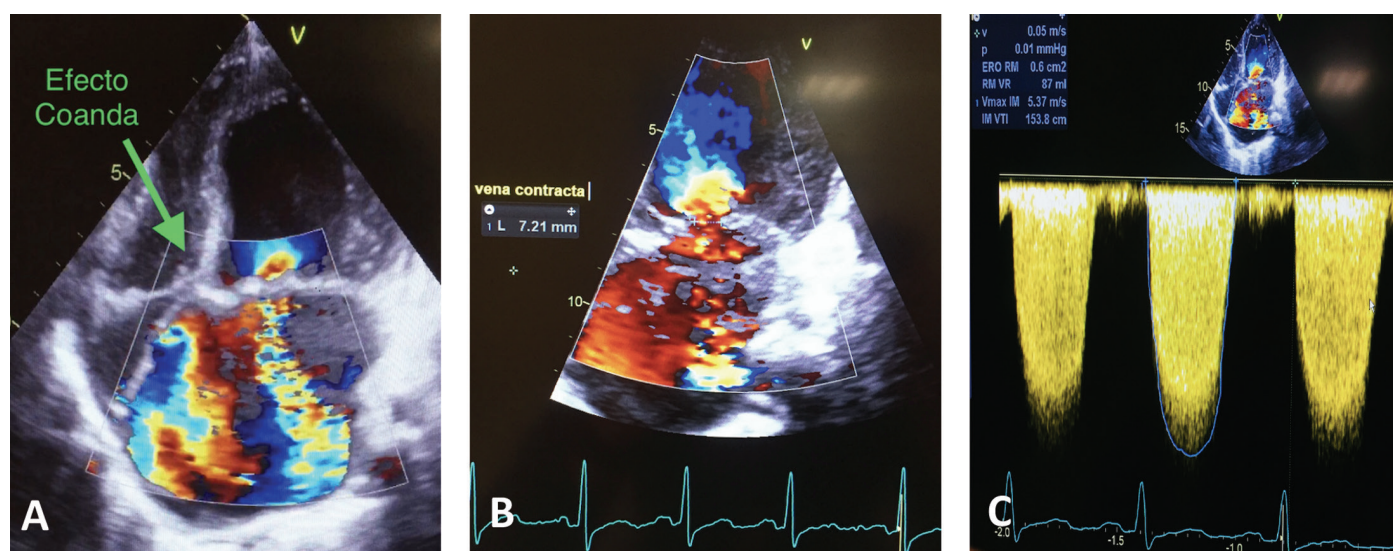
Ecocardiografía Transtorácica 2D. A. Doppler color plano apical 4C B. Doppler color plano apical 3C. C. Doppler continuo. Se evidencia Insuficiencia Mitral Severa por múltiples parámetros: efecto Coanda, gran defecto de coaptación, Chorro que abarca más del 50% del atrio izquierdo, atrio izquierdo dilatado en forma severa, flujo Doppler holosistólico, triangular y denso, Vena contracta mayor a 0,7cm, ERO 0,6cm², Volumen Regurgitante 87ml. Fracción Regurgitante 53%.
